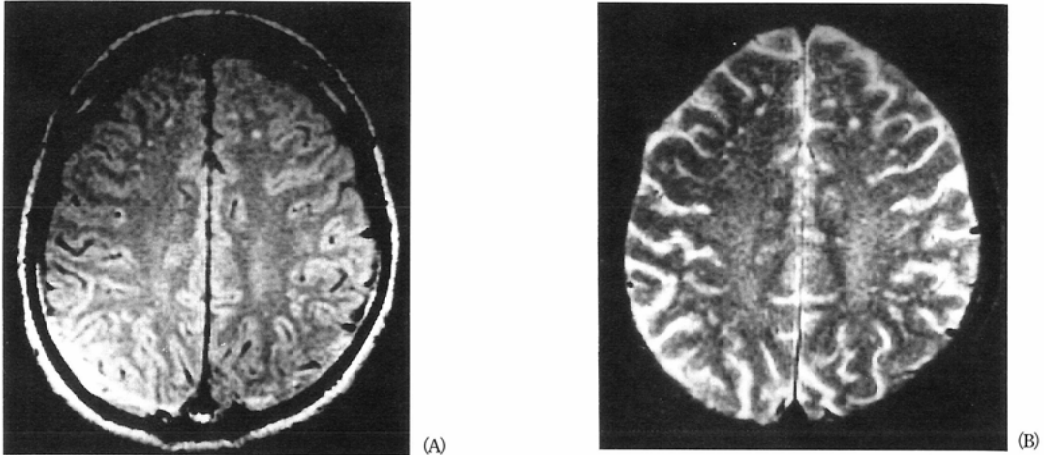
A 35-year-old male who has been suffered from several attack of convulsion for these 5 months. Many of the spotty lesions in white matter are shown on (A) Proton density weighted image and (B) T2-weighted image. These findings are often seen according as aging.
